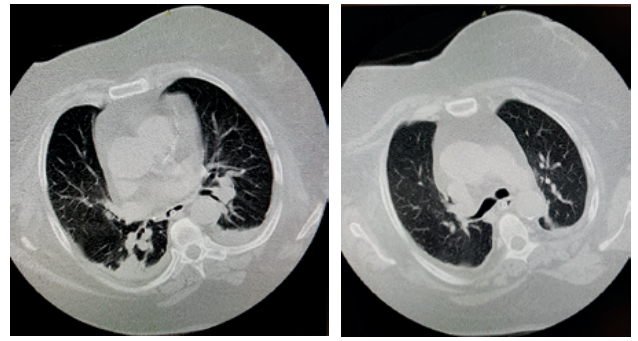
Компьютерная томография органов грудной клетки перед прекращением вено-венозной экстракорпоральной мембранной оксигенации
